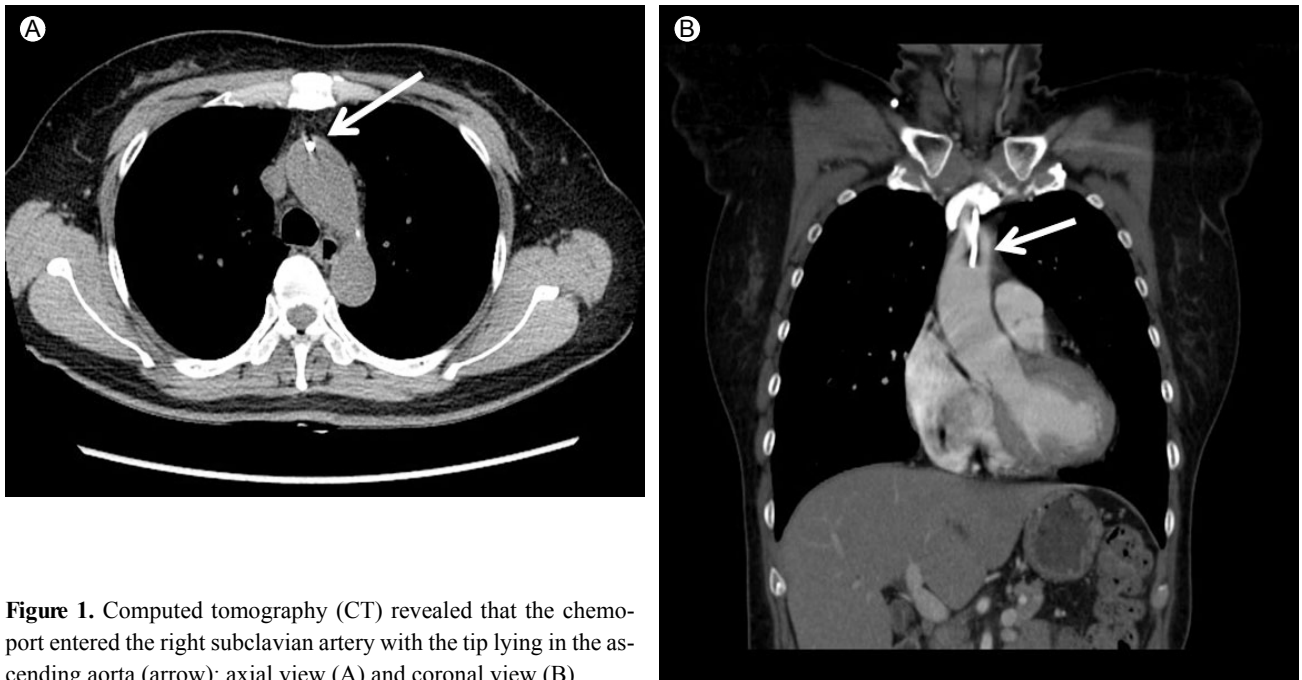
Computed tomography (CT) revealed that the chemoport entered the right subclavian artery with the tip lying in the ascending aorta (arrow): axial view (A) and coronal view (B).
